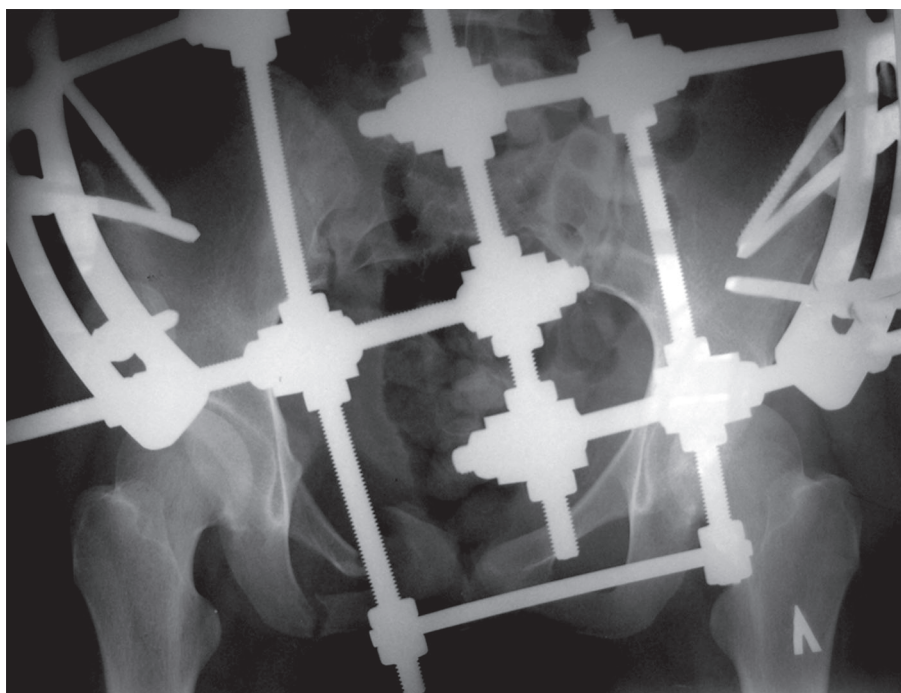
Рентгенограмма костей таза пациентки Ч. во время фиксации в АВФ.
